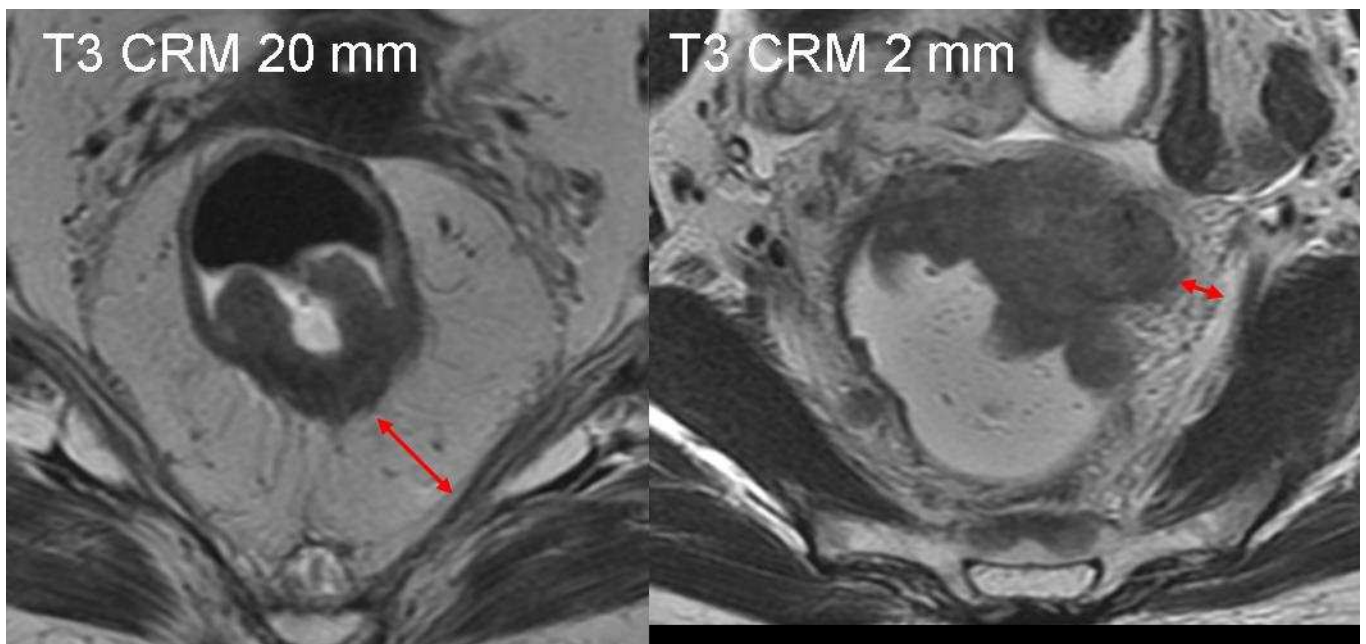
Importanza della valutazione del mesoretto più che dello stadio T. Immagini di due carcinomi del retto in stadio T3 studiati con RM con bobina phased array. La prognosi di questi due pazienti risulta completamente diversa nonostante lo stadio di infiltrazione parietale sia lo stesso; infatti il tumore distante solo 2 mm dalla fascia mesorettale è associato ad una peggiore prognosi.
